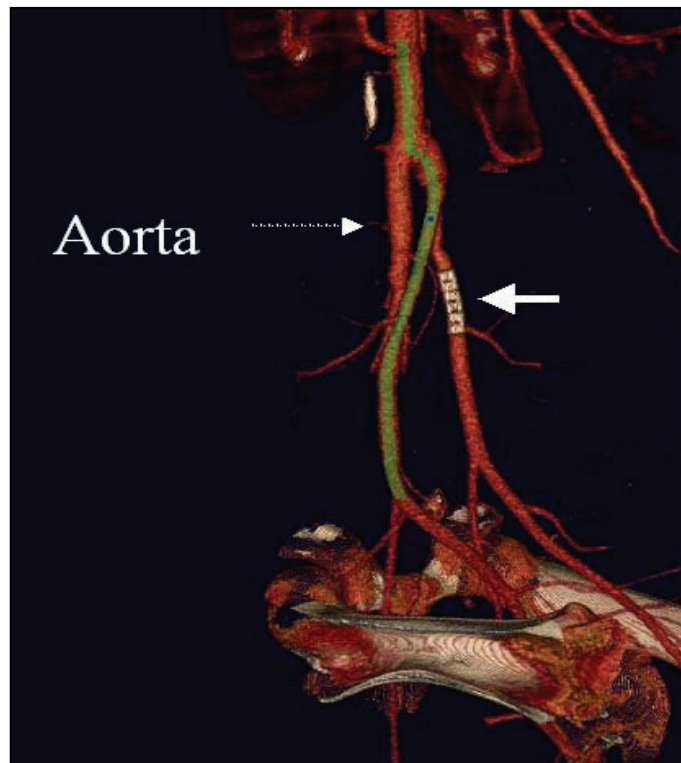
CT aortoiliakal. Beide Stents sind durchgängig. Dicker Pfeil: Metall- Stent, unterbrochener Pfeil: PLLA- Stent (nicht röntgendicht).
